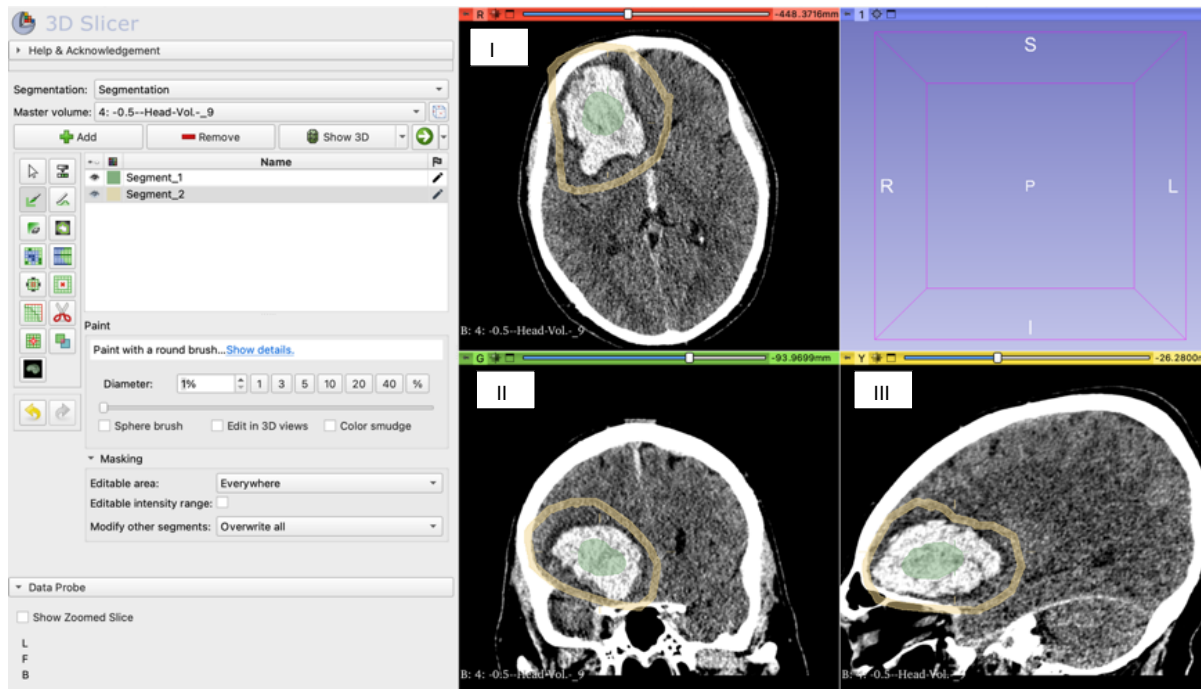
CT-Radiomics im Kontext der ICB
